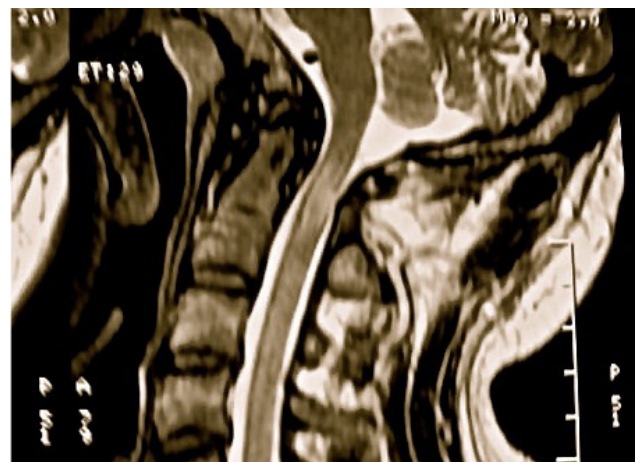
Magnetic Resonance Imaging; moderate, focal swelling of cord and edema at C1/2 with prevertebral soft tissue swelling and disruption of the anterior longitudinal ligament
